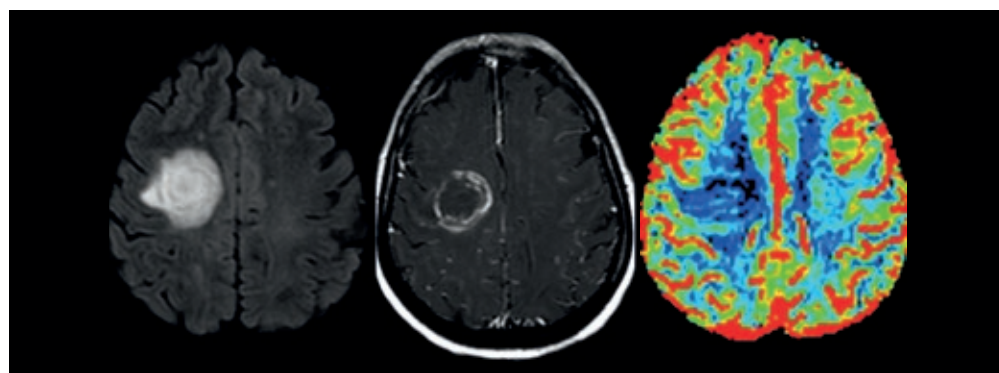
Desmielinização pseudotumoral. Imagens axiais FLAIR (A), T1 pós-Gd (B) e mapa de perfusão rCBV (C). Lesão expansiva frontal direita com impregnação anelar periférica. O diagnóstico diferencial com uma lesão tumoral é preterido devido aos baixos valores de perfusão tissular no mapa rCBV.
